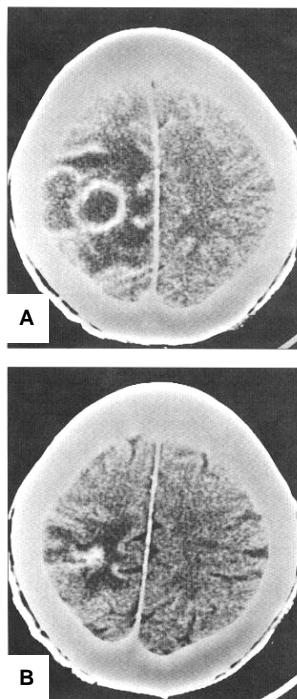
TAC cerebral contrastada de una paciente de 66 años, que muestra la evolución de un absceso cerebral durante y después de tratamiento quirúrgico y antimicrobiano. A: área necrótica central hipodensa rodeada por una cápsula hipercaptante de contraste y edema hipodenso perilesional. B: siete semanas más tarde, después de aspiración y terapia antibiótica, desaparece la cavidad central, y persiste en menor grado la hipercaptación de contraste y el edema
